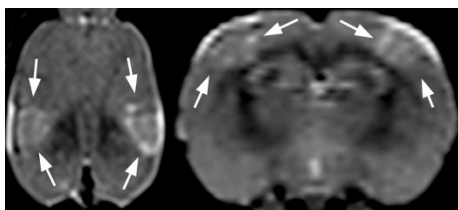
T1-gewichtetes MRT des Hirnes eines PT-Tieres in sagittaler (links) und coronarer (rechts) Schnittebene. Pfeile kennzeichnen hyperintense Kortexgebiete.
